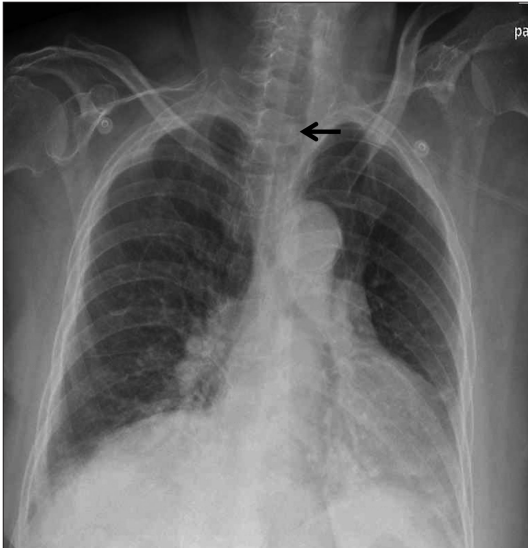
Supine anteroposterior chest radiograph shows high density round mass lesion in the trachea (black arrow).
